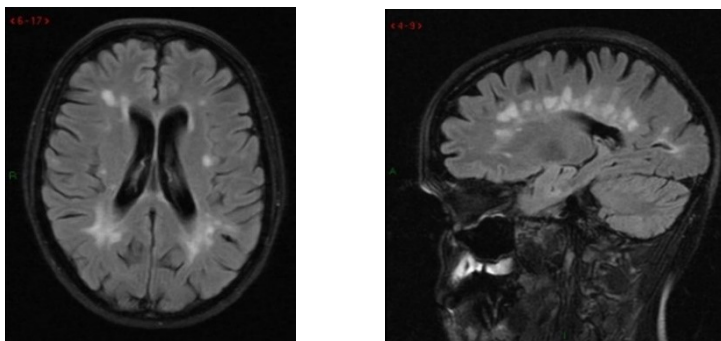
Lesões de EM na sequência FLAIR no plano axial (esquerda) e no plano sagital (direita) dispostas perpendicularmente aos ventrículos laterais em configuração "*Dawson Fingers*" (retirado de (Trip & Miller, 2005)).
